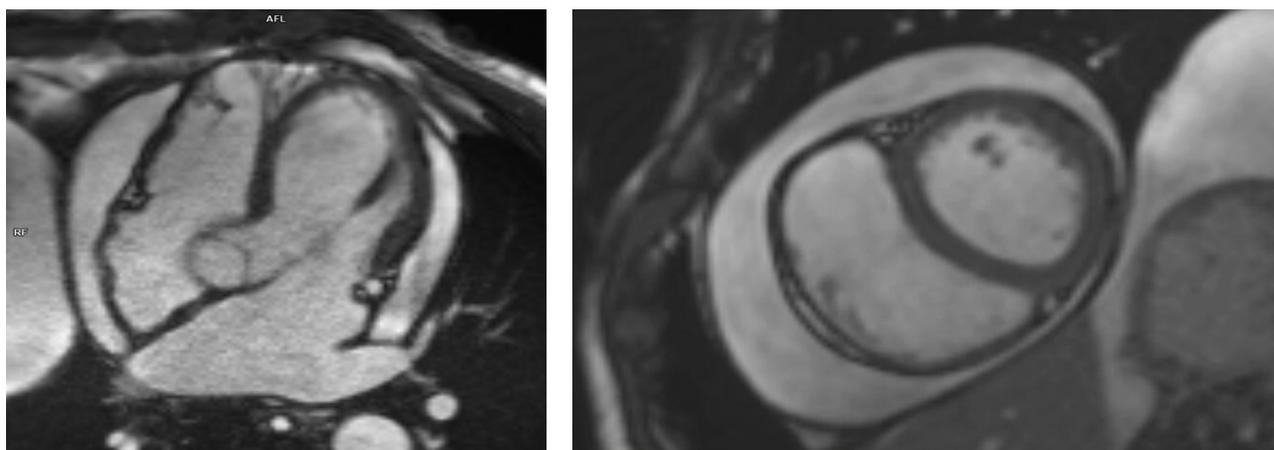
Магнитно-резонансная томография сердца. 4-камерная и поперечная позиции.
